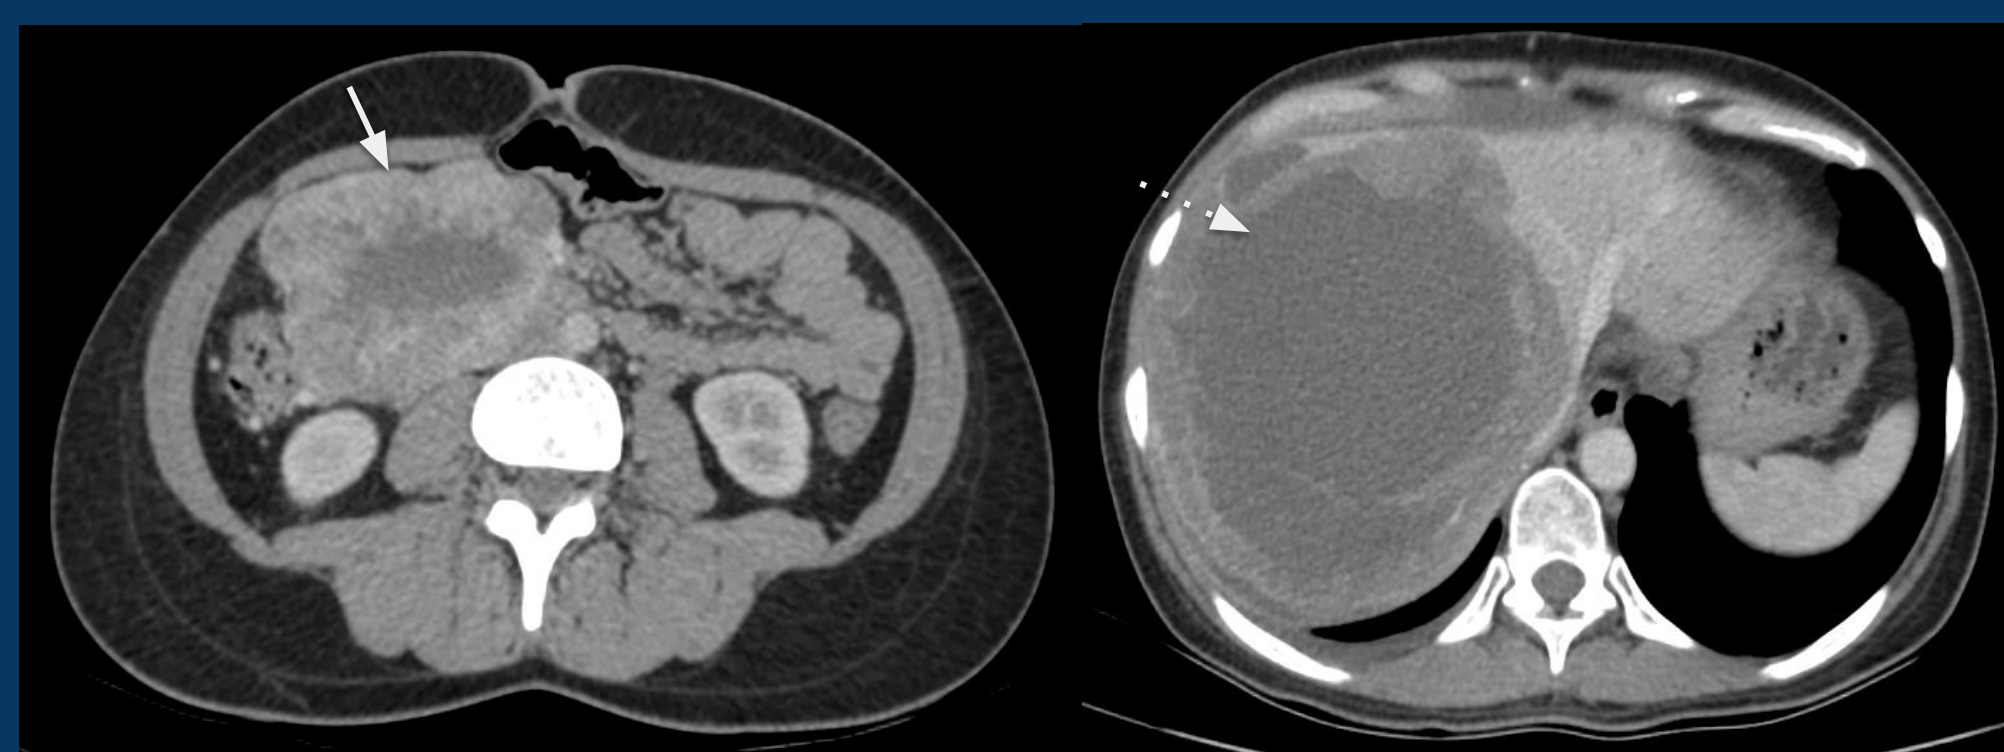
a y b. TC C/C EV corte axial. Se observa una masa retroperitoneal que compromete la 2da y 3ra porción duodenal (flecha continua) asociado a múltiples metástasis hepáticas (flecha discontinua).
